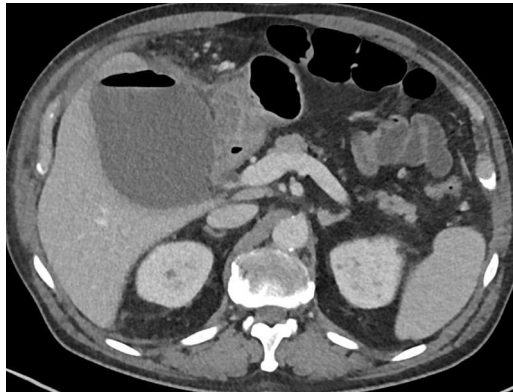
TC abdominal en contraste EV en fase portal y contraste entérico en la etapa postquirúrgica. Signos sugestivos de íleo paralítico.
